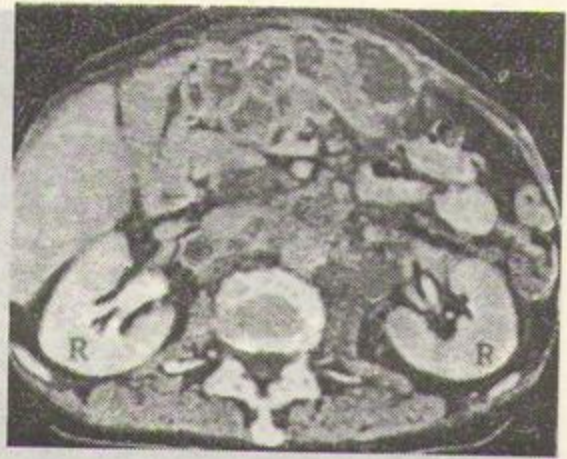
Secțiune CT în planul vertebrei L1. Rinichi (R) de aspect normal.
